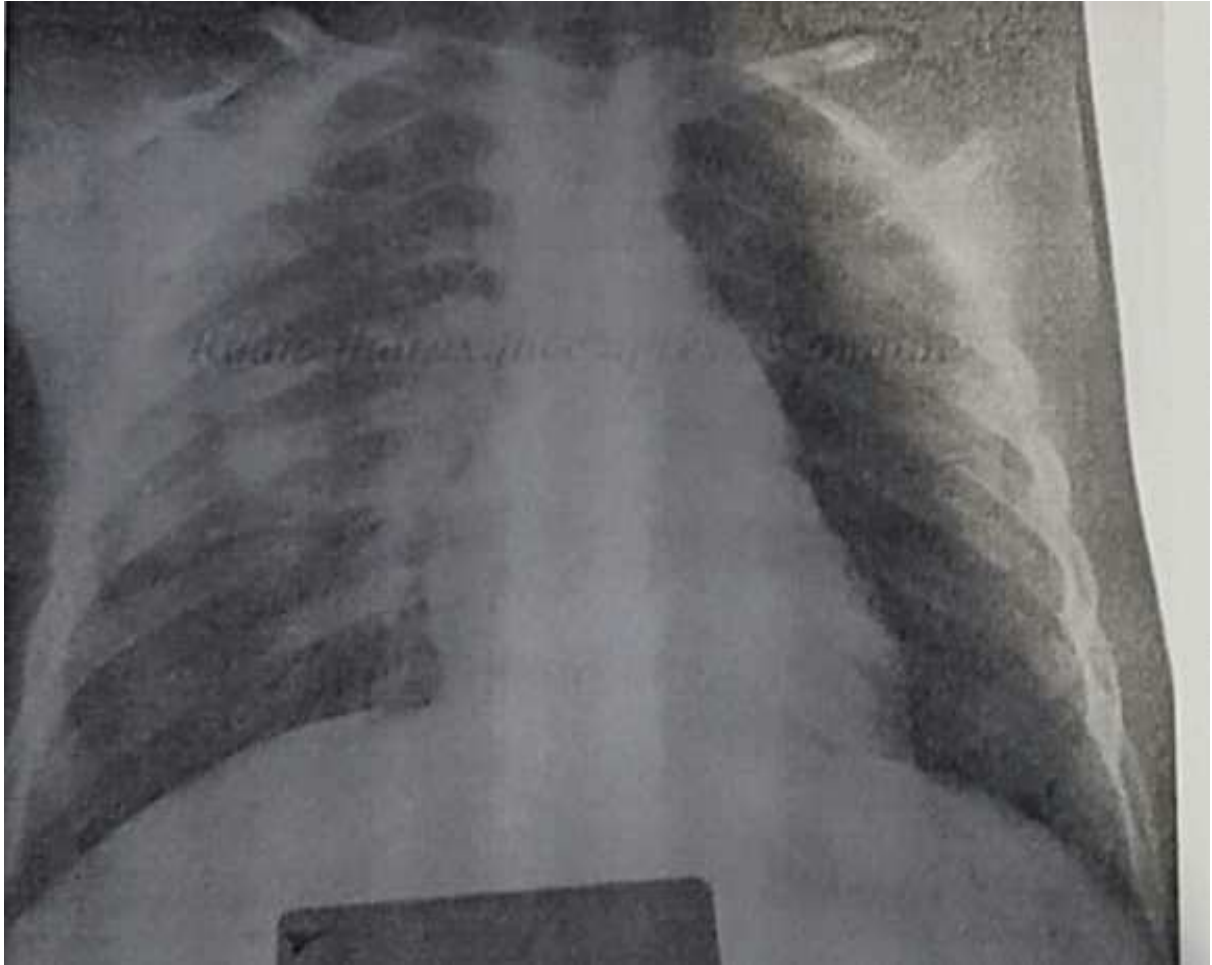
Radiographie pulmonaire face après un mois.
